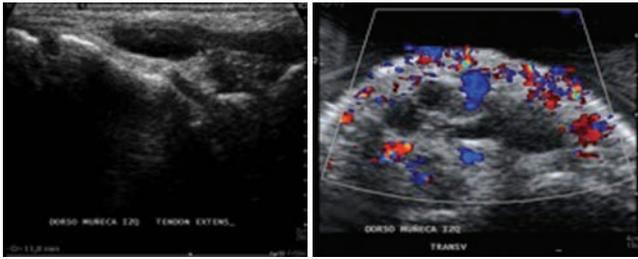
Ultrasonido del dorso de la muñeca izquierda. Se observa en lesión anecoica, de bordes regulares, bien definida, con contigüidad al borde articular de la segunda articulación metacarpofalángica que muestra circulación periférica: ganglión.
